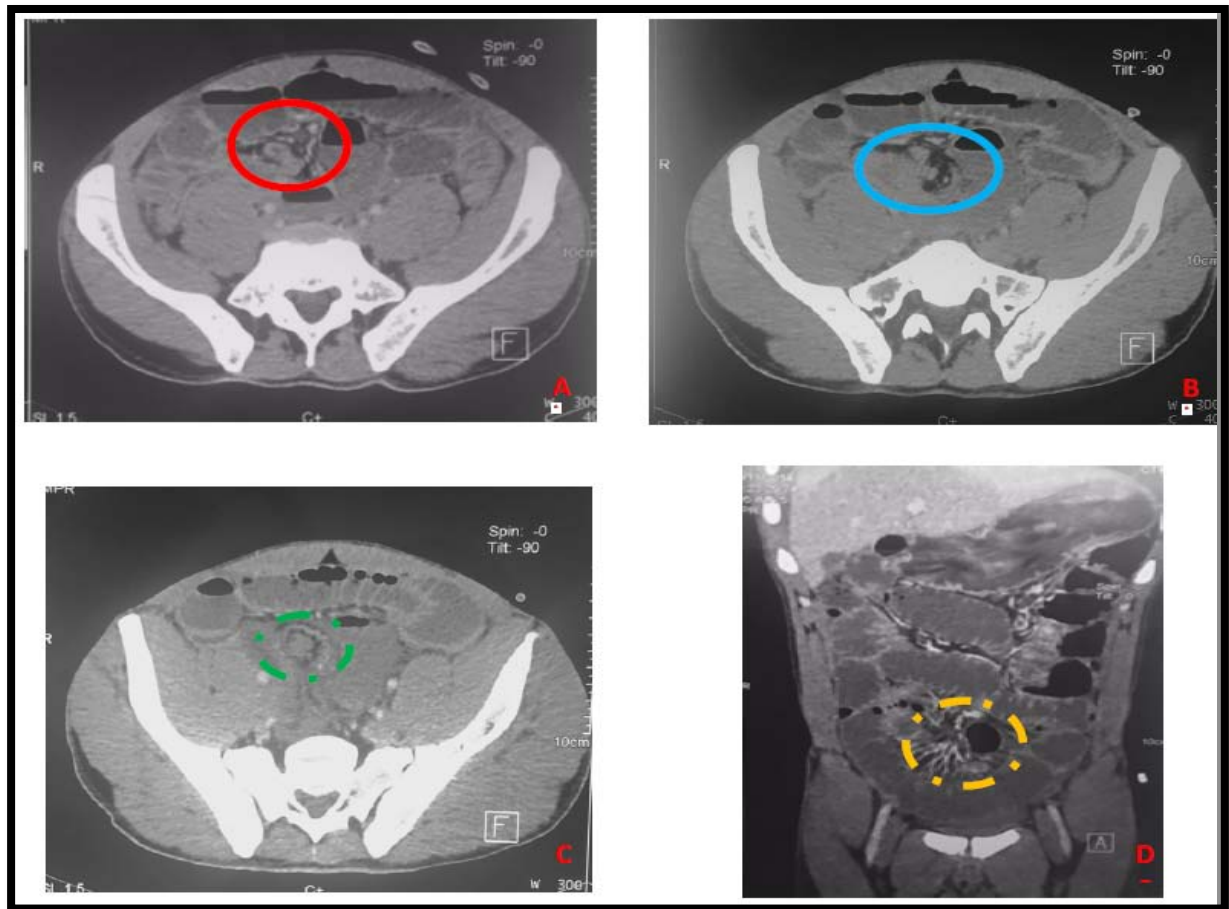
TDM C+ coupes axiale et coronale : occlusion par volvulus sur diverticule de Meckel confirmée en per opératoire :
